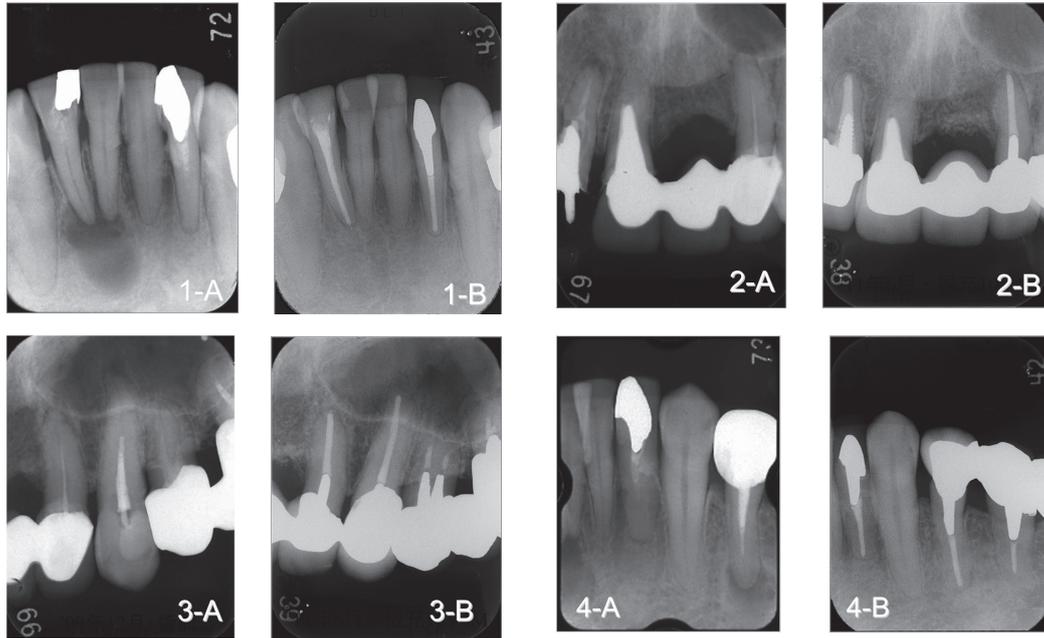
デンタルX線写真による判定：治療成功 [治癒] (1-A；術前(72), 1-B；10年4か月後), 治療失敗 [根尖病変の存在] (2-A；術前(43), 2-B；10年4か月後), 治療失敗 [歯根膜の肥厚] (3-A；術前(69), 3-B；10年4か月後), 治療失敗 [歯根膜のわずかな肥厚] (4-A；術前(72), 4-B；9年11か月後)
